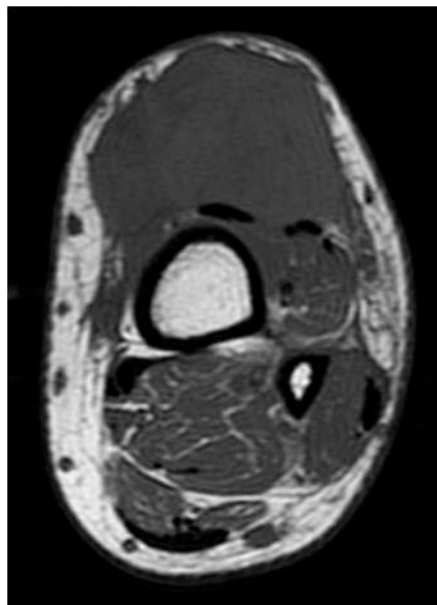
IRM de la jambe, coupe axiale pondérée en T1 sans injection du produit de contraste
